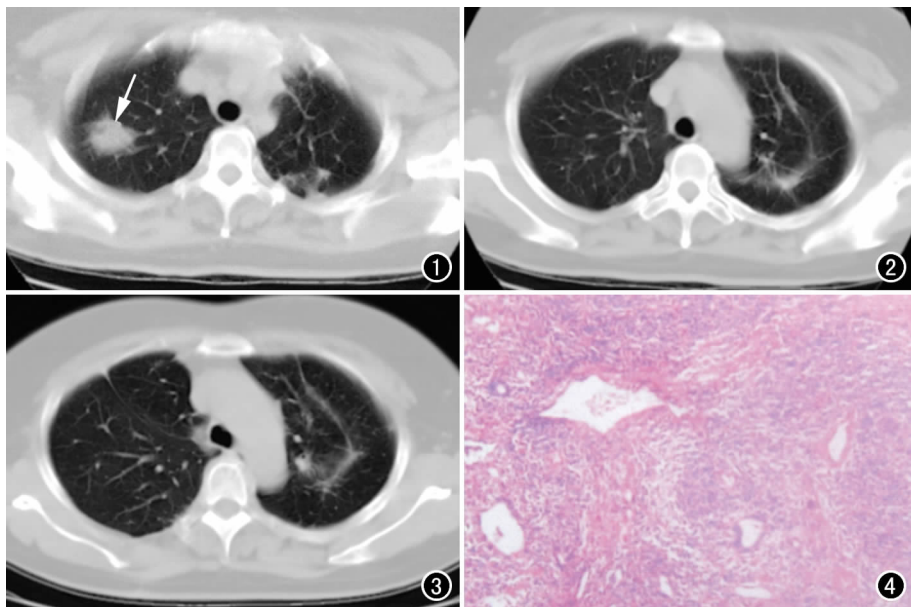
CT 示右上肺尖段类圆形稍高密度软组织影, 边缘毛糙, 内见支气管气像(箭), 左上肺可见斑片状稍高密度影, 邻近胸膜肥厚粘连。图 2 CT 平扫示左上肺弧形条索状及斑片状稍高密度影, 以实变为主, 周边见纤维条索影, 与胸膜粘连。
